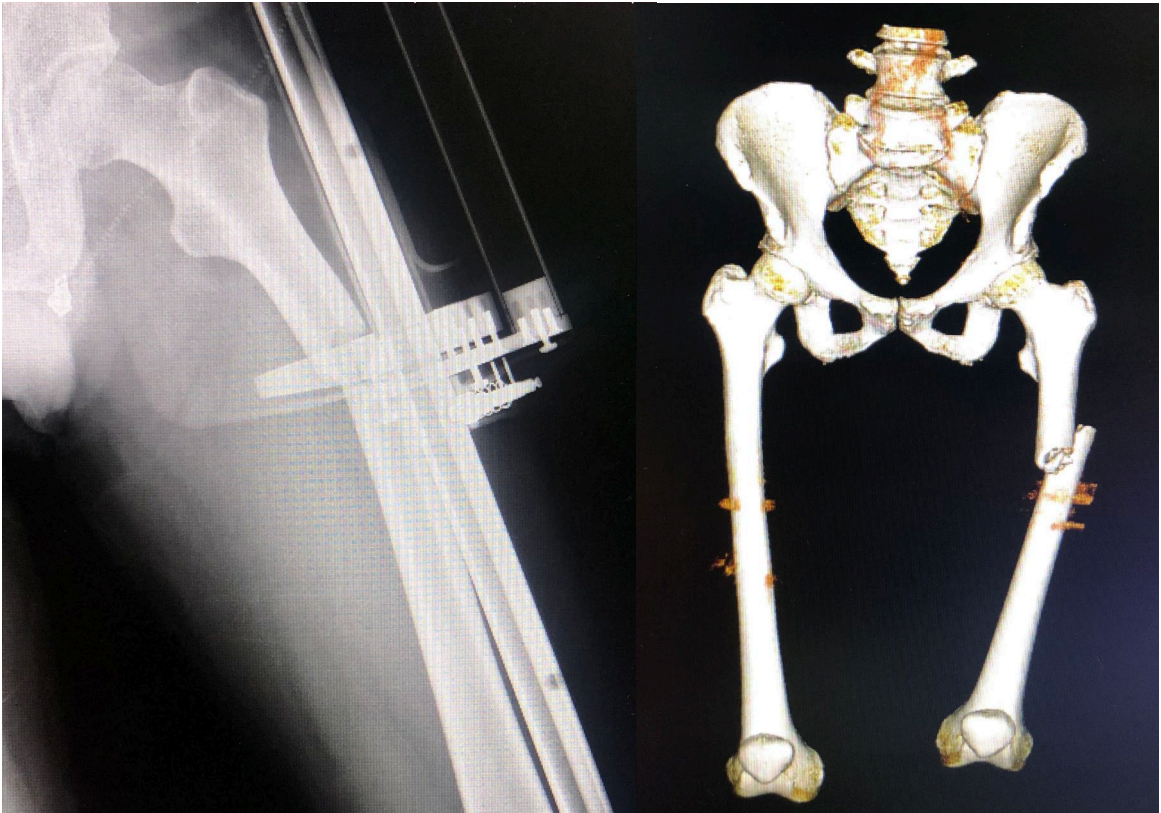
Radiographs and CT model after injury
